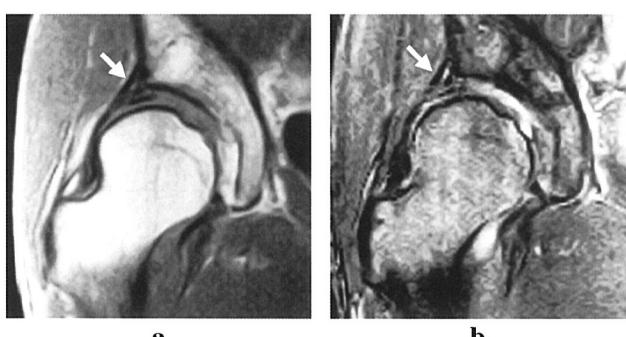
股関節MRI (a : T1強調像, b : T2強調像)
